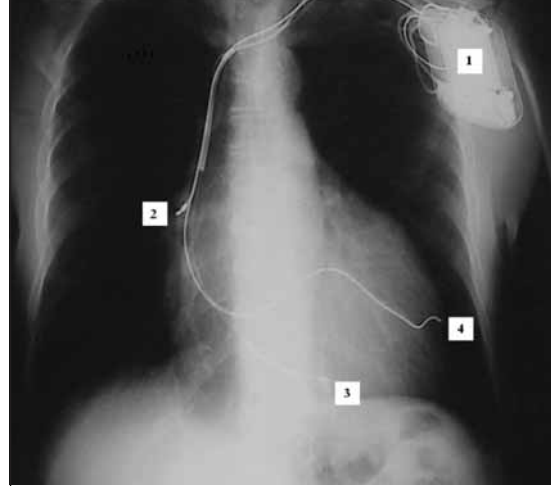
Radiografía en la que se visualiza el marcapasos (1) y el posicionamiento de los electrodos (2, 3 y 4).
